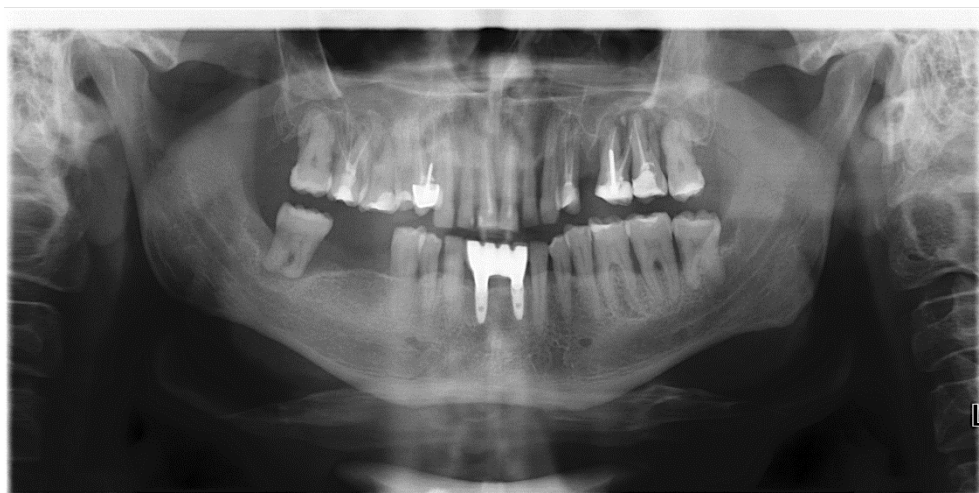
Ортопантомограмма пациента с хроническим генерализованным пародонтитом.
